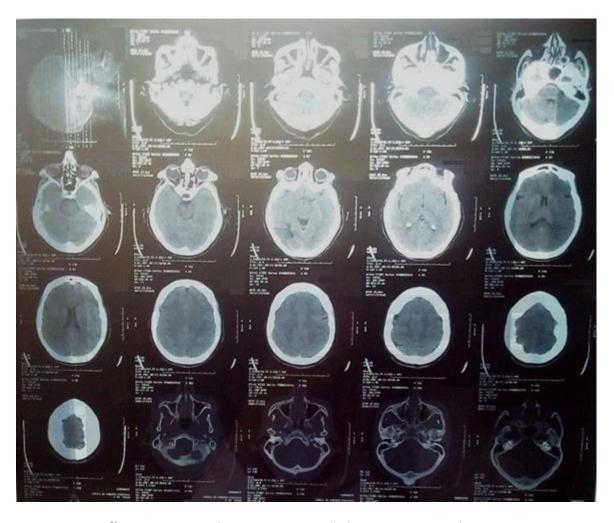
Tomografía Computarizada sin contraste de la paciente. Se observa sistema ventricular no dilatado, elementos óseos de aspecto normal y sin presencia de lesiones hemorrágicas. Aparente hipodensidad en el 3er corte de la 2da fila debido a superposición con estructura opaca de negatoscopio.
